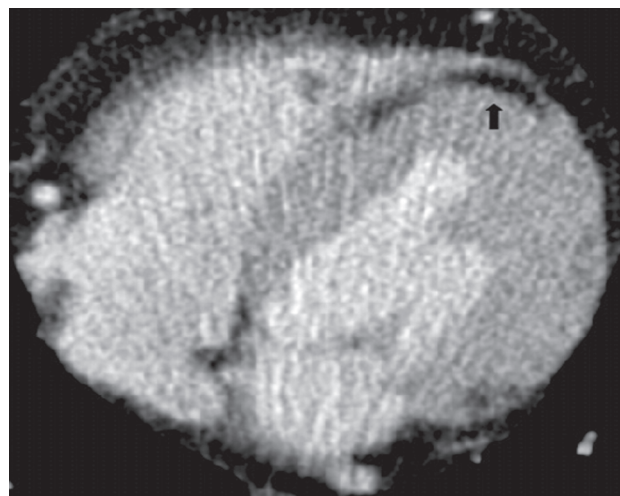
МСКТ. Жировая инфильтрация левого желудочка у здорового человека (показано стрелкой)
